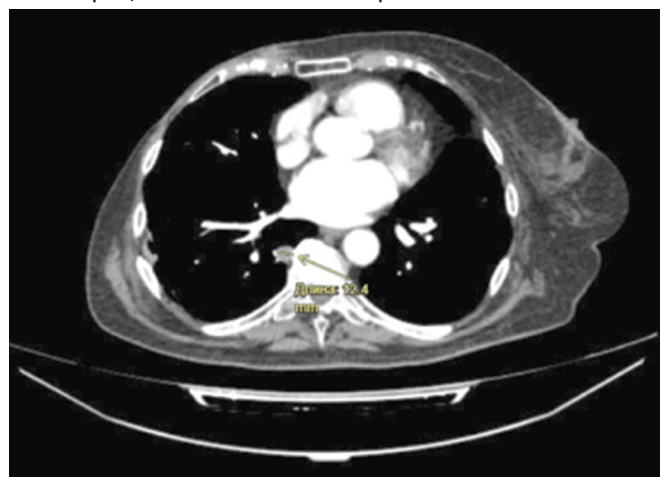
Томограмма с образованием в нижней доле правого легкого
